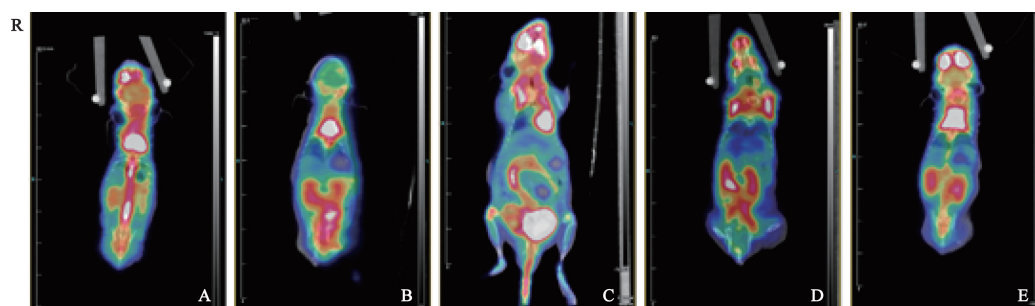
建模后第28天5组裸鼠的PET/CT成像图
